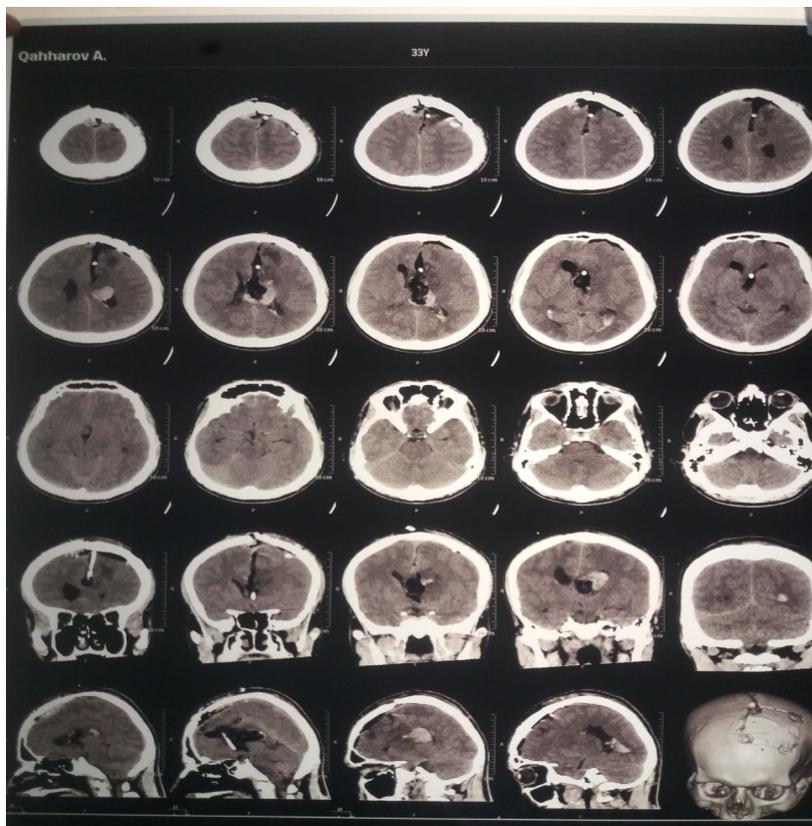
МСКТ Больного после операции.
